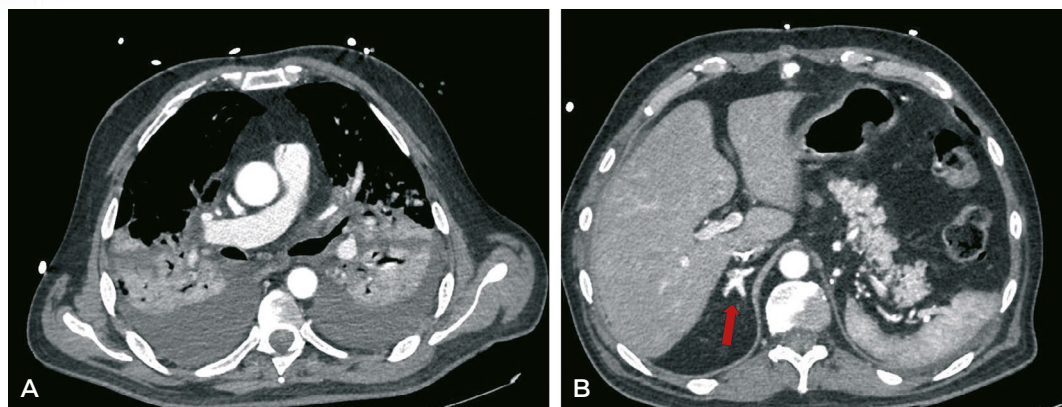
TC c/c, corte axial torácico (A) y abdominal (B), en la que se muestra el extenso edema pulmonar y derrame pleural asociado. Señalado con flecha roja en el corte axial abdominal podemos observar la hiperdensidad de la glándula suprarrenal derecha.
